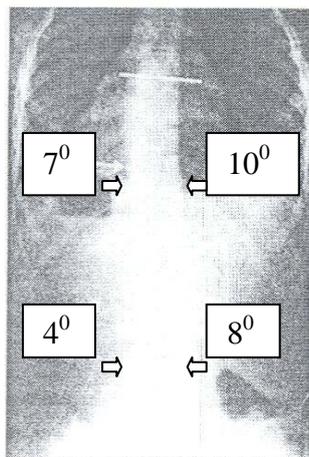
Вертикальная передне-задняя рентгенограмма больного 1994 г.р. с кифосколиозом I степени. Стрелками указаны углы ротации апикальных позвонков Th₁₀₋₁₃ основных дуг деформации.
